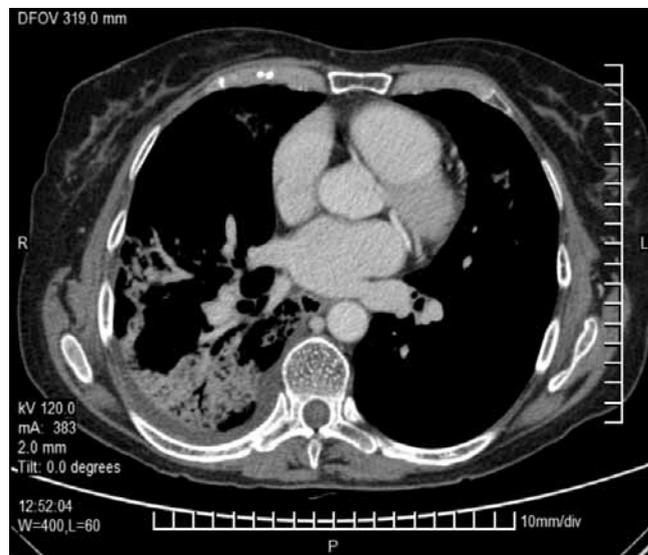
TAC tórax corte basal.
